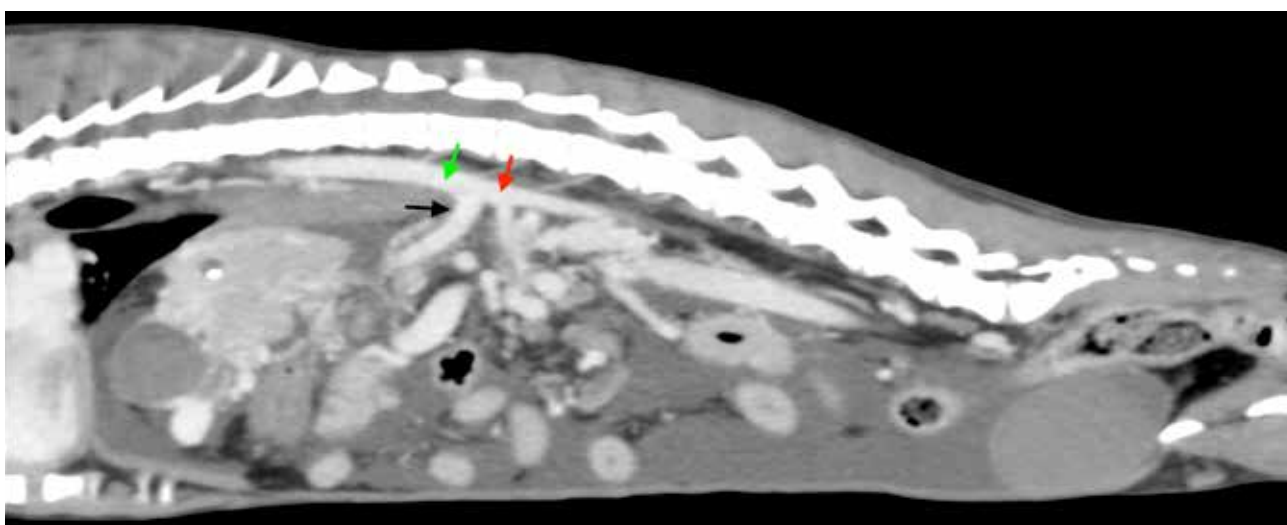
Imagen de tomografía computarizada sagital tras la administración de contraste intravenoso, ventana de tejido blando. Se observa el tronco celiaco dilatado (flecha negra) con disminución del tamaño de la aorta abdominal caudal al mismo (flecha roja). Aorta abdominal craneal al tronco celiaco (flecha verde).
